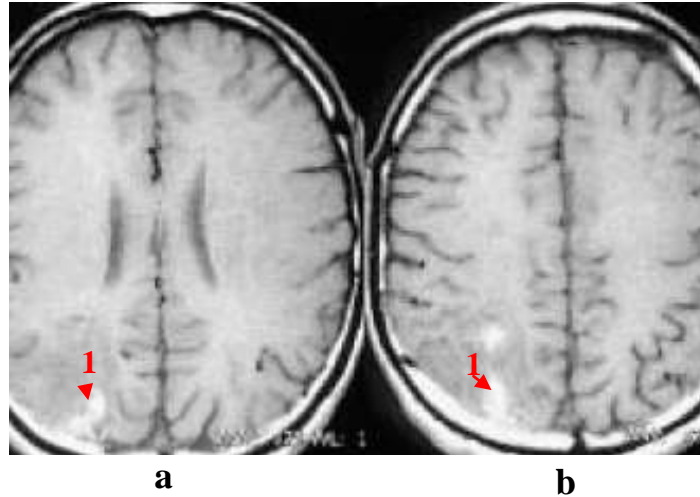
Complication vasculaire : Infarctus à l'IRM [26]
